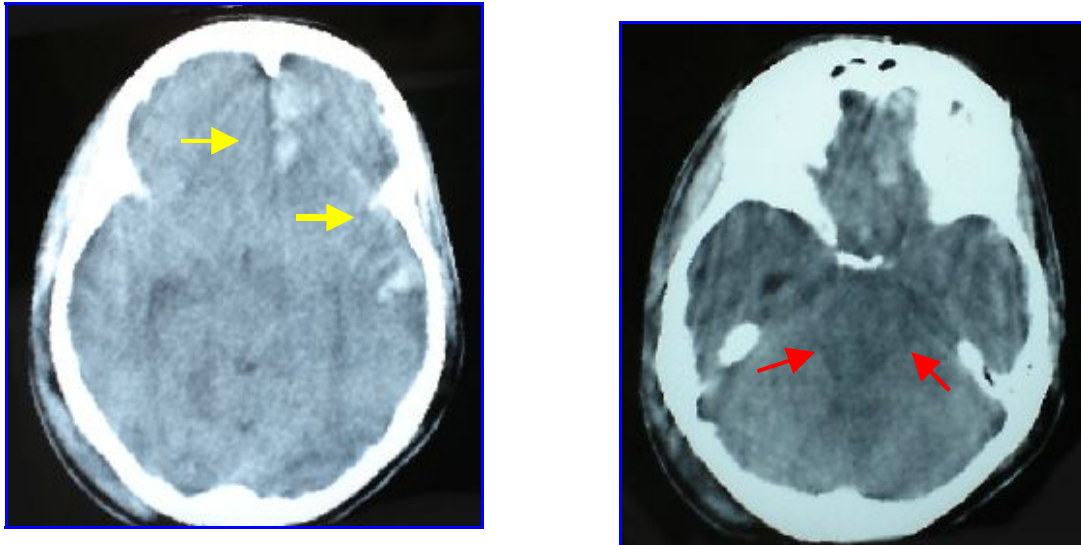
TAC de cráneo. Traumatismo grave con lesiones contuso hemorrágicas en lóbulos frontal y temporal izquierdo. Edema cerebral con borramiento de los surcos, colapso ventricular y desaparición de las cisternas perimesencefálicas (➡).
